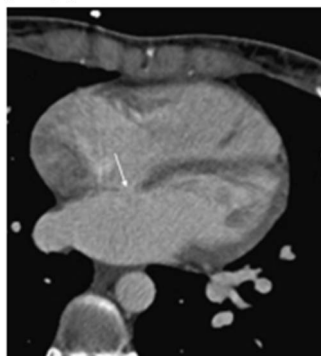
КТ без ЭКГ-синхронизации у 24-летнего мужчины, демонстрирующая большой дефект межпредсердной перегородки (стрелка).
